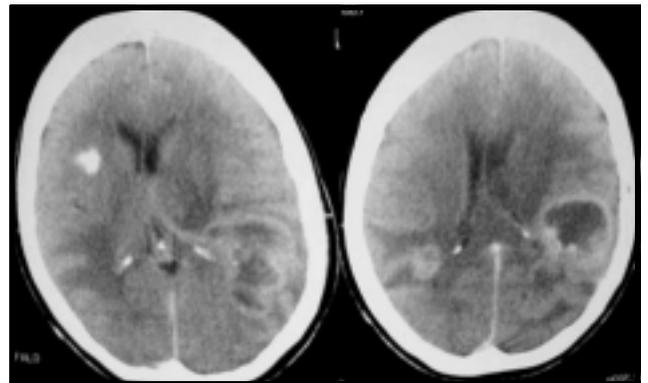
TAC de cerebro posterior a tratamiento oncológico que muestra recidiva tumoral.
